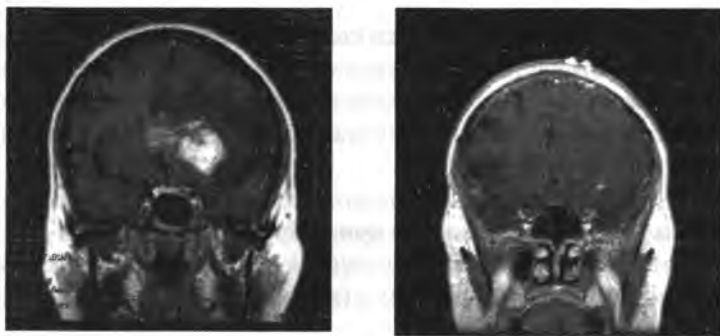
МРТ изображения головного мозга: исходное и после недели применения кортикостероидов, которые были назначены для уменьшения вазогенного отека мозга.
